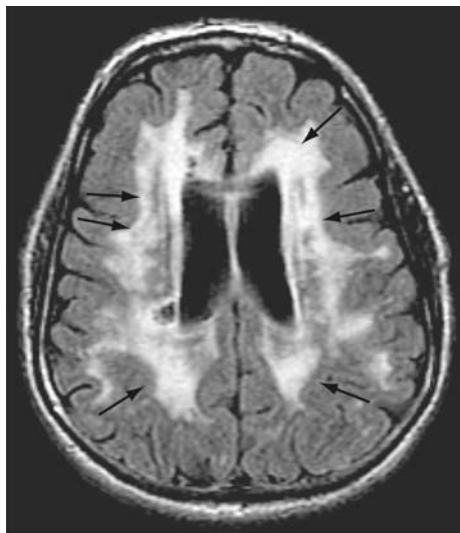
弥漫性脑白质病轴向液体衰减反转恢复(FLAIR)MR图像
